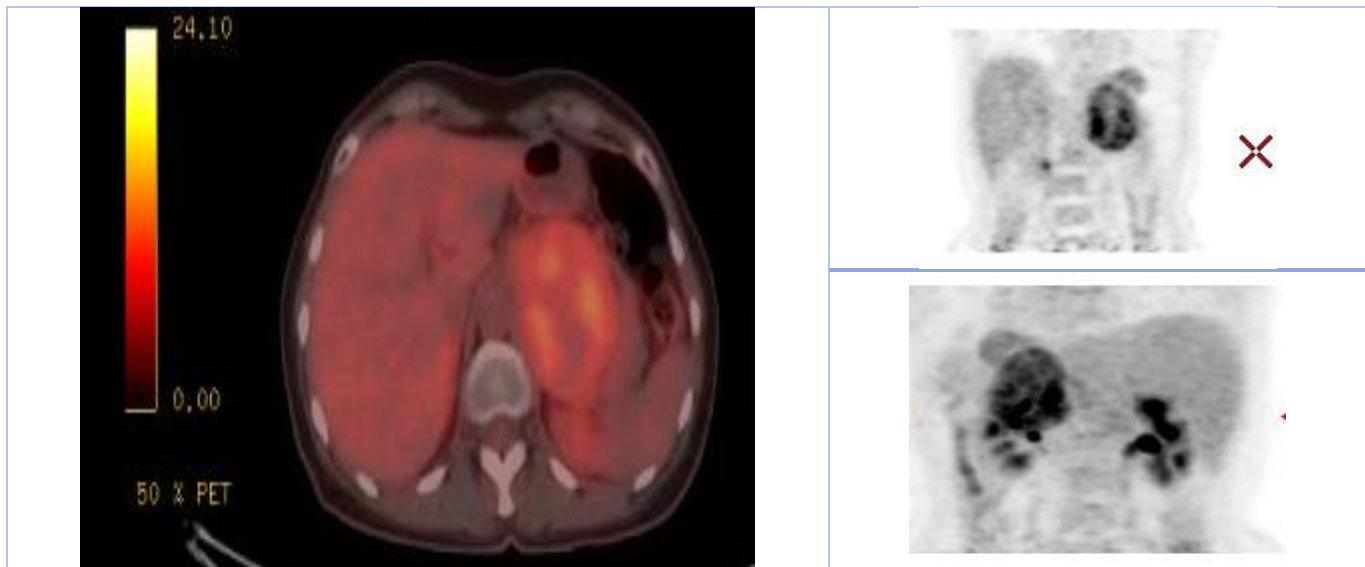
PET Scan : corps entier coupe axiale centré sur la tumeur qui montre une volumineuse masse tumorale hyper métabolique de la surrenale gauche (SUV max = 5,6) mesurant 69*58*89 mm, de contours réguliers et de fixation hétérogène correspondant à un phéochromocytome, pas de localisations hépatiques.
